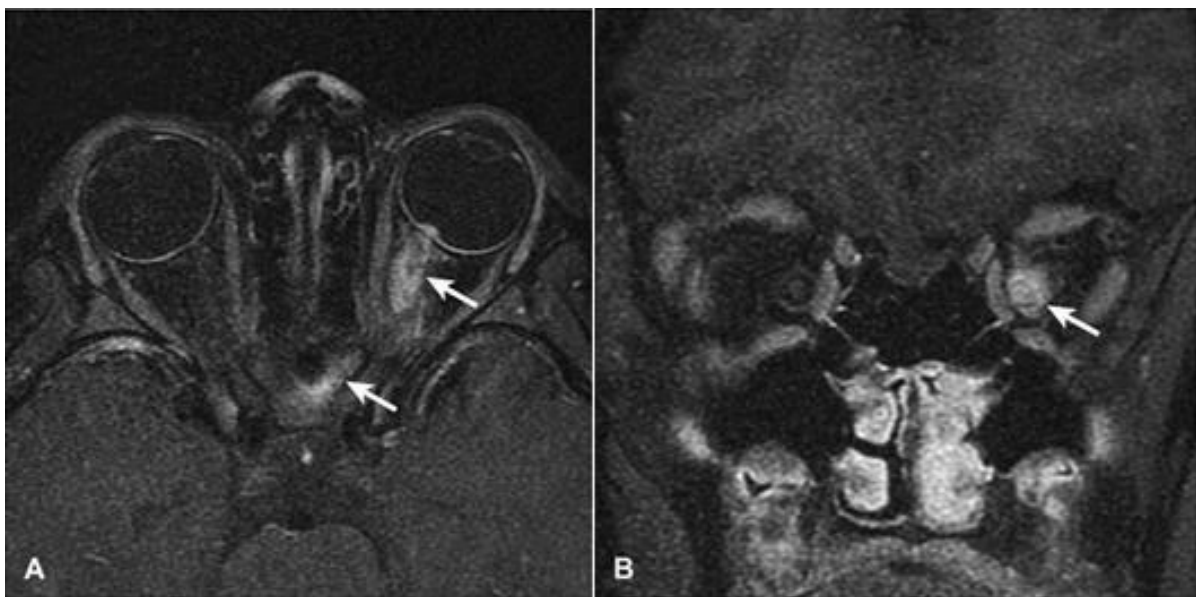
ASPECT IRM APRÈS SUPPRESSION DE GRAISSE ET INJECTION DE PRODUIT DE CONTRASTE. A- COUPE AXIALE METTANT EN ÉVIDENCE LE REHAUSSEMENT DE LA PAPILLE ET DU NERF OPTIQUE B- COUPE CORONALE METTANT EN ÉVIDENCE LE REHAUSSEMENT DES GAINES DU NERF OPTIQUE
